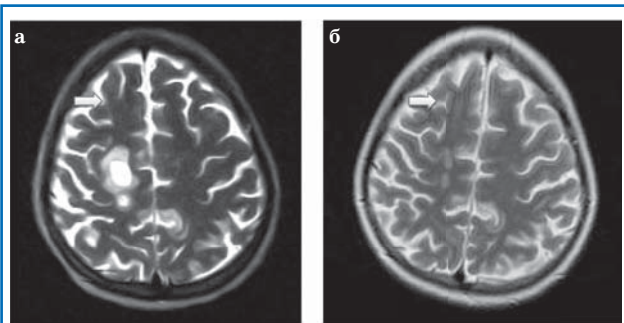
Изображения МРТ головного мозга ребенка 17 лет с РС: множественные очаги демиелинизации, определяющиеся в T2-режиме, до ауто-ТГСК (а) и их крайне выраженное сокращение на +45-й день после ТГСК (б).
